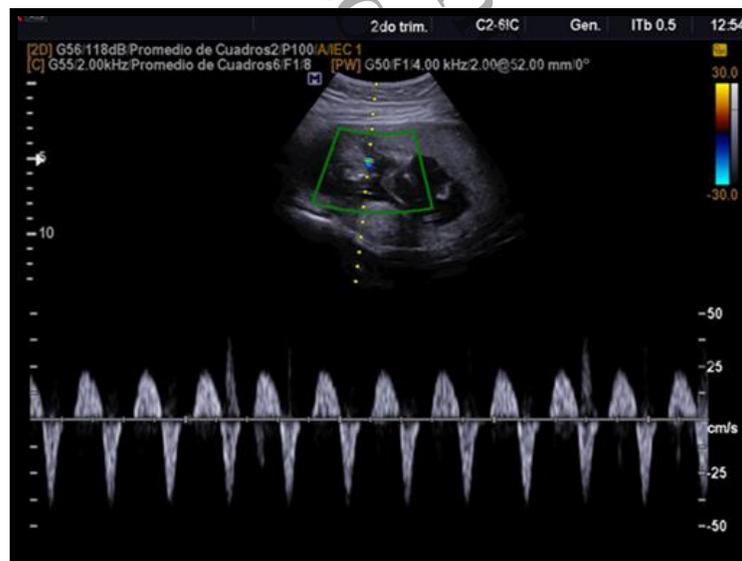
Ultrasonido Doppler mostrando flujometria arterial reversa en un embarazo gemelar monocorial de 15.5 SDG
